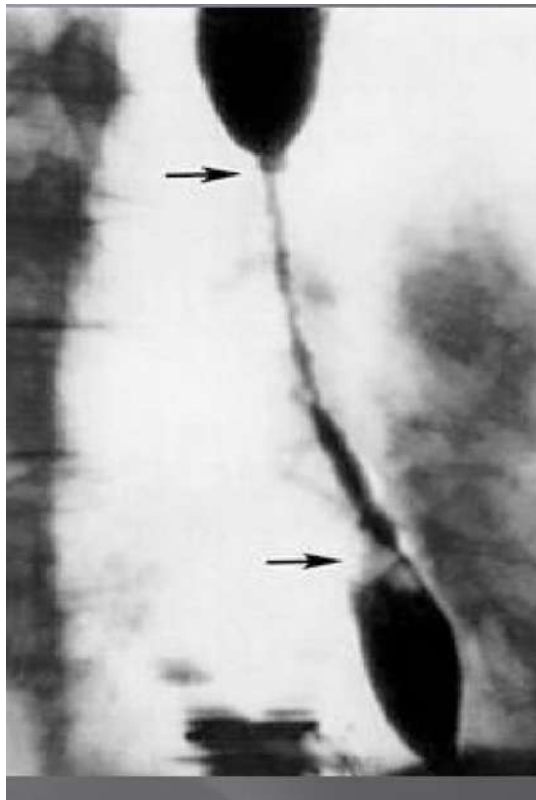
Рентгенограма з рубцевим звуженням стравоходу після його опіку.
